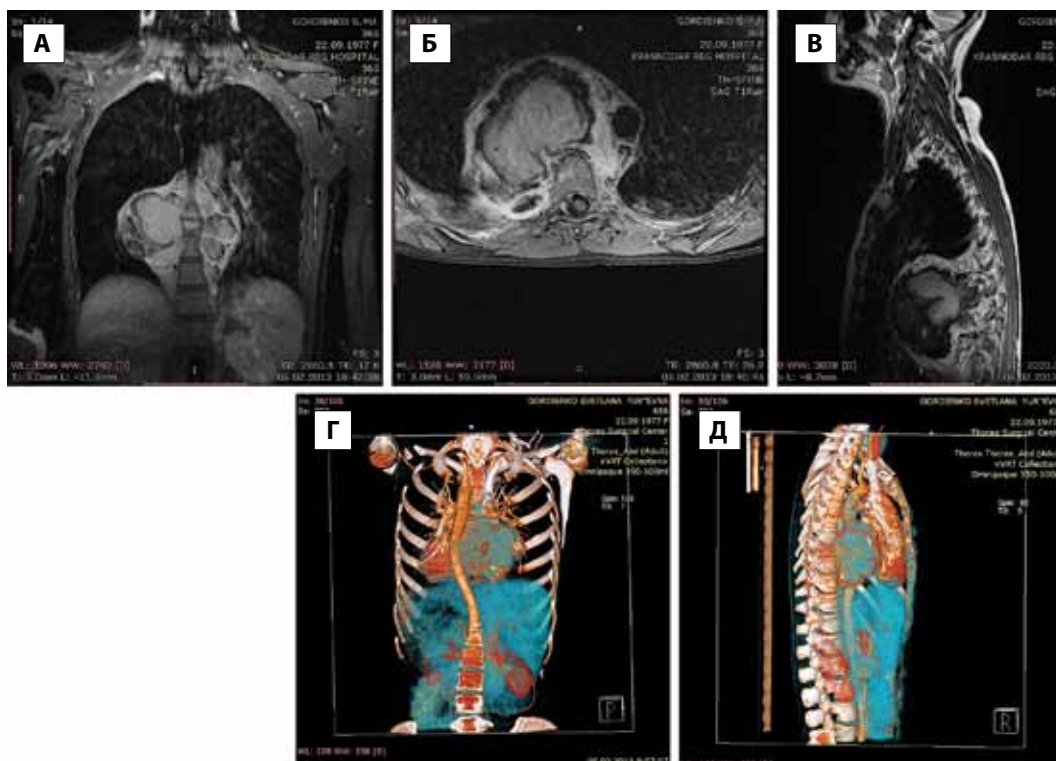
Рентгенологические КТ-характеристики выявленной опухоли Th7-8-9.
